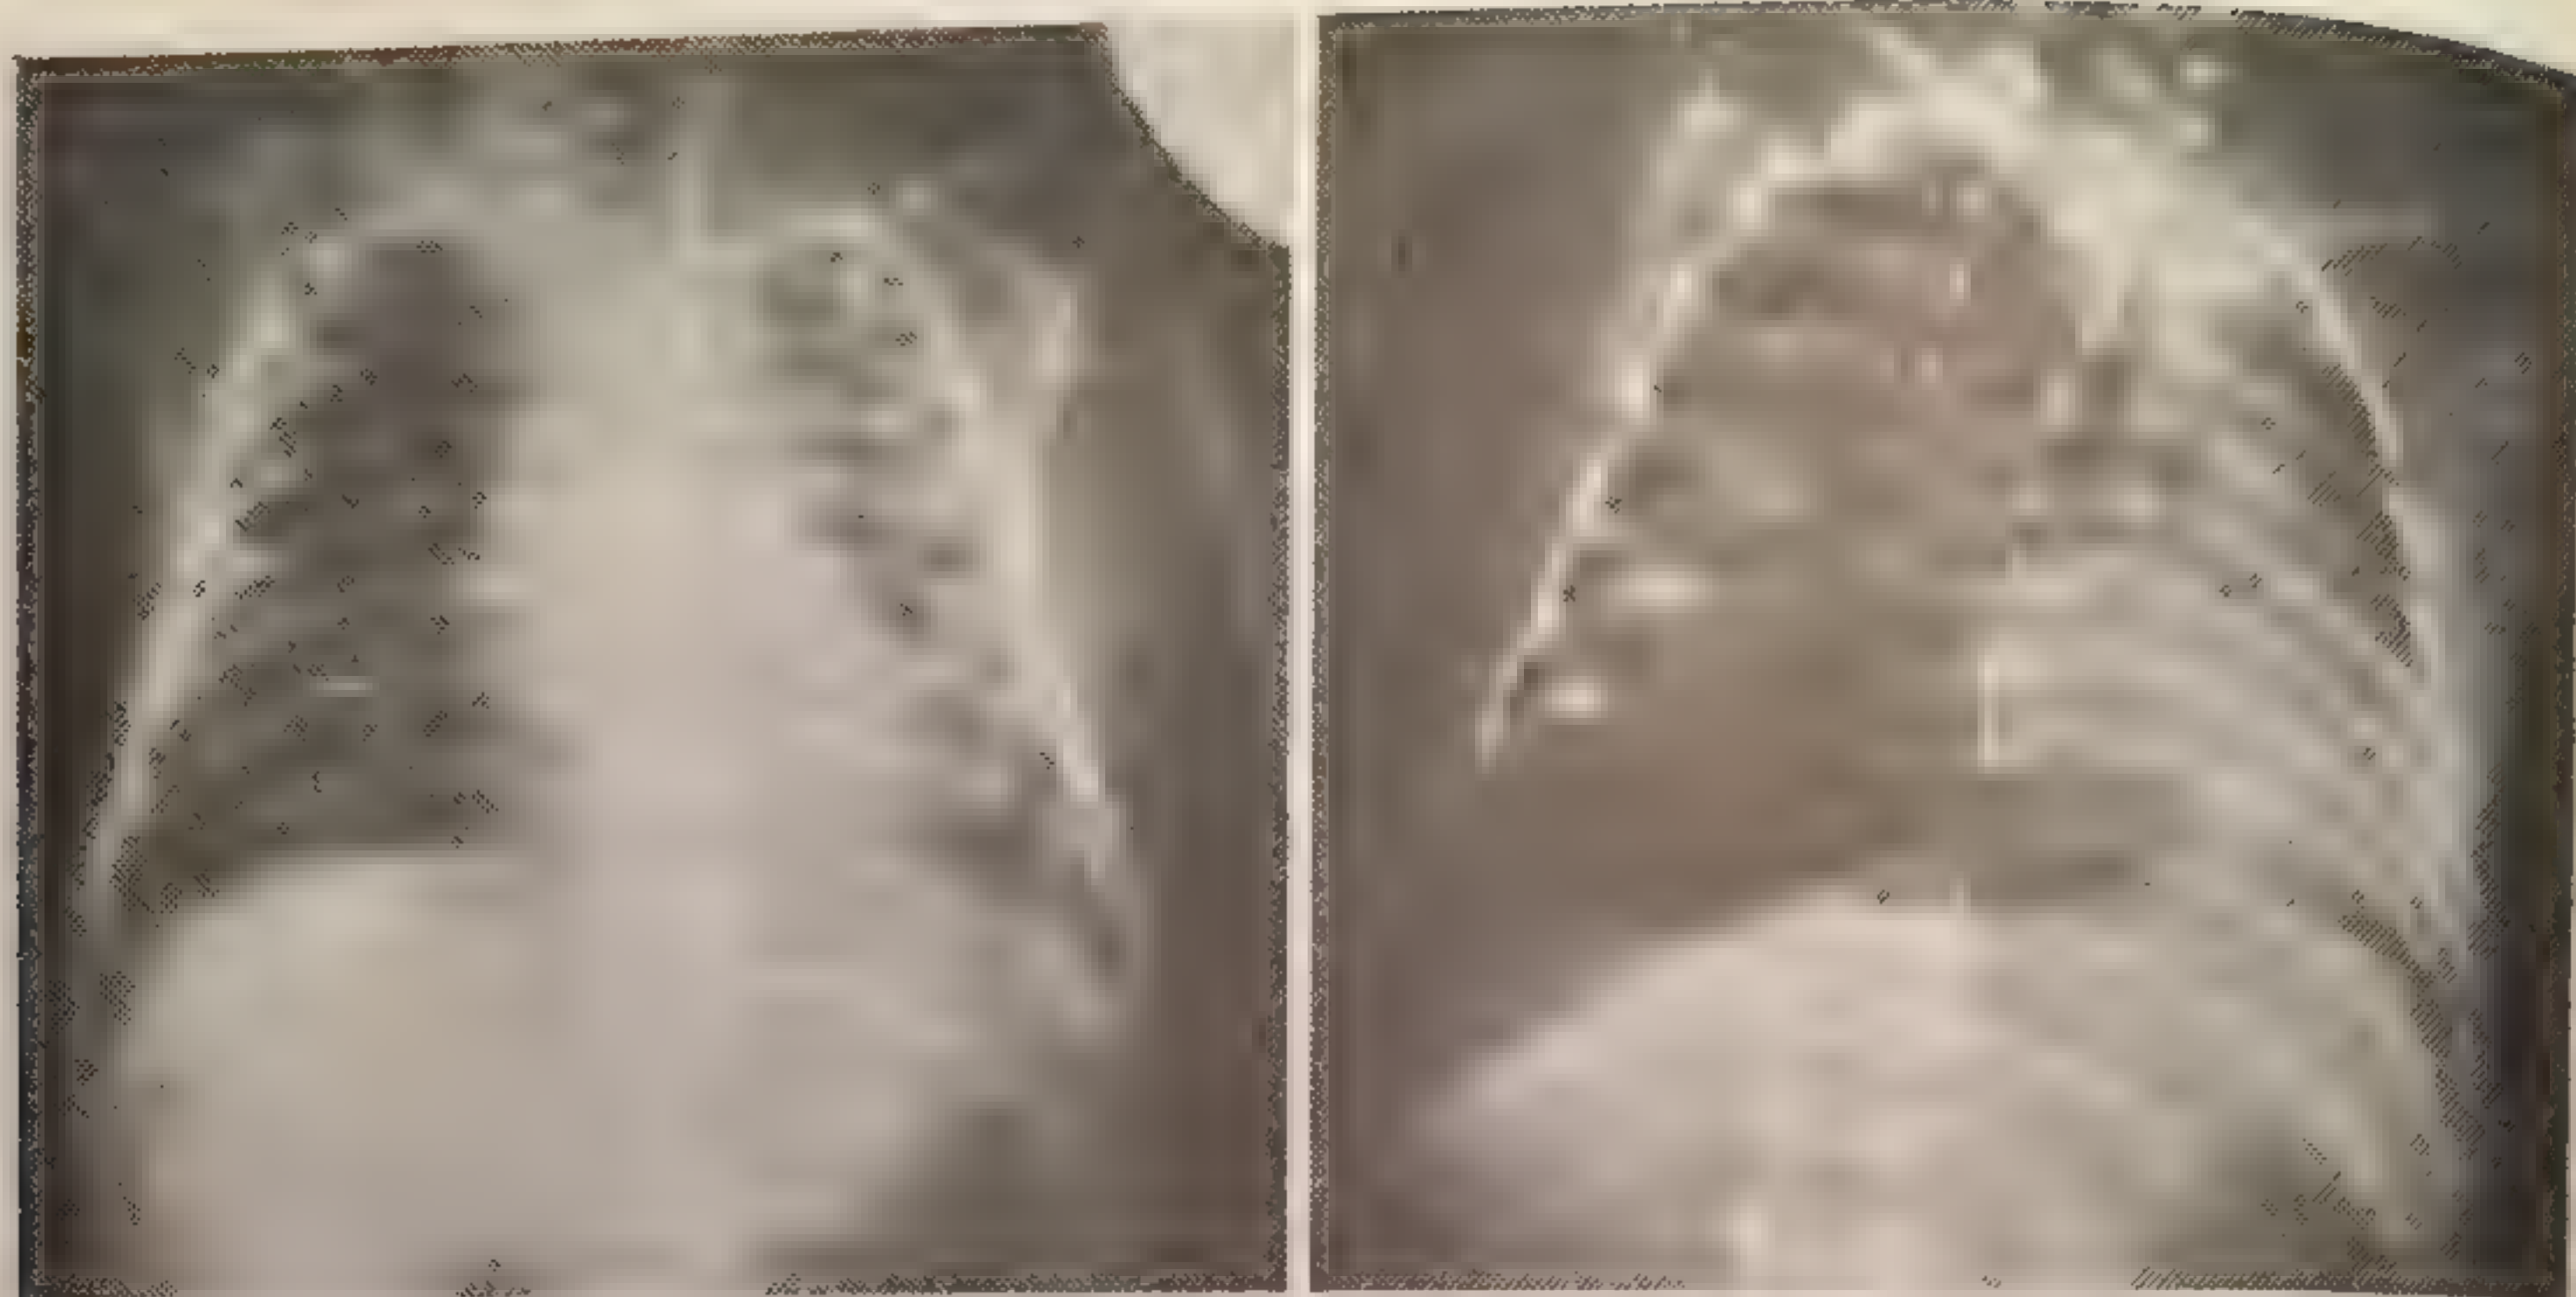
Эмфизема правого легкого (рентгенограмма слева), которая переходит в тяжелый клапанный пневмоторакс на рентгенограмме, представленной справа.
